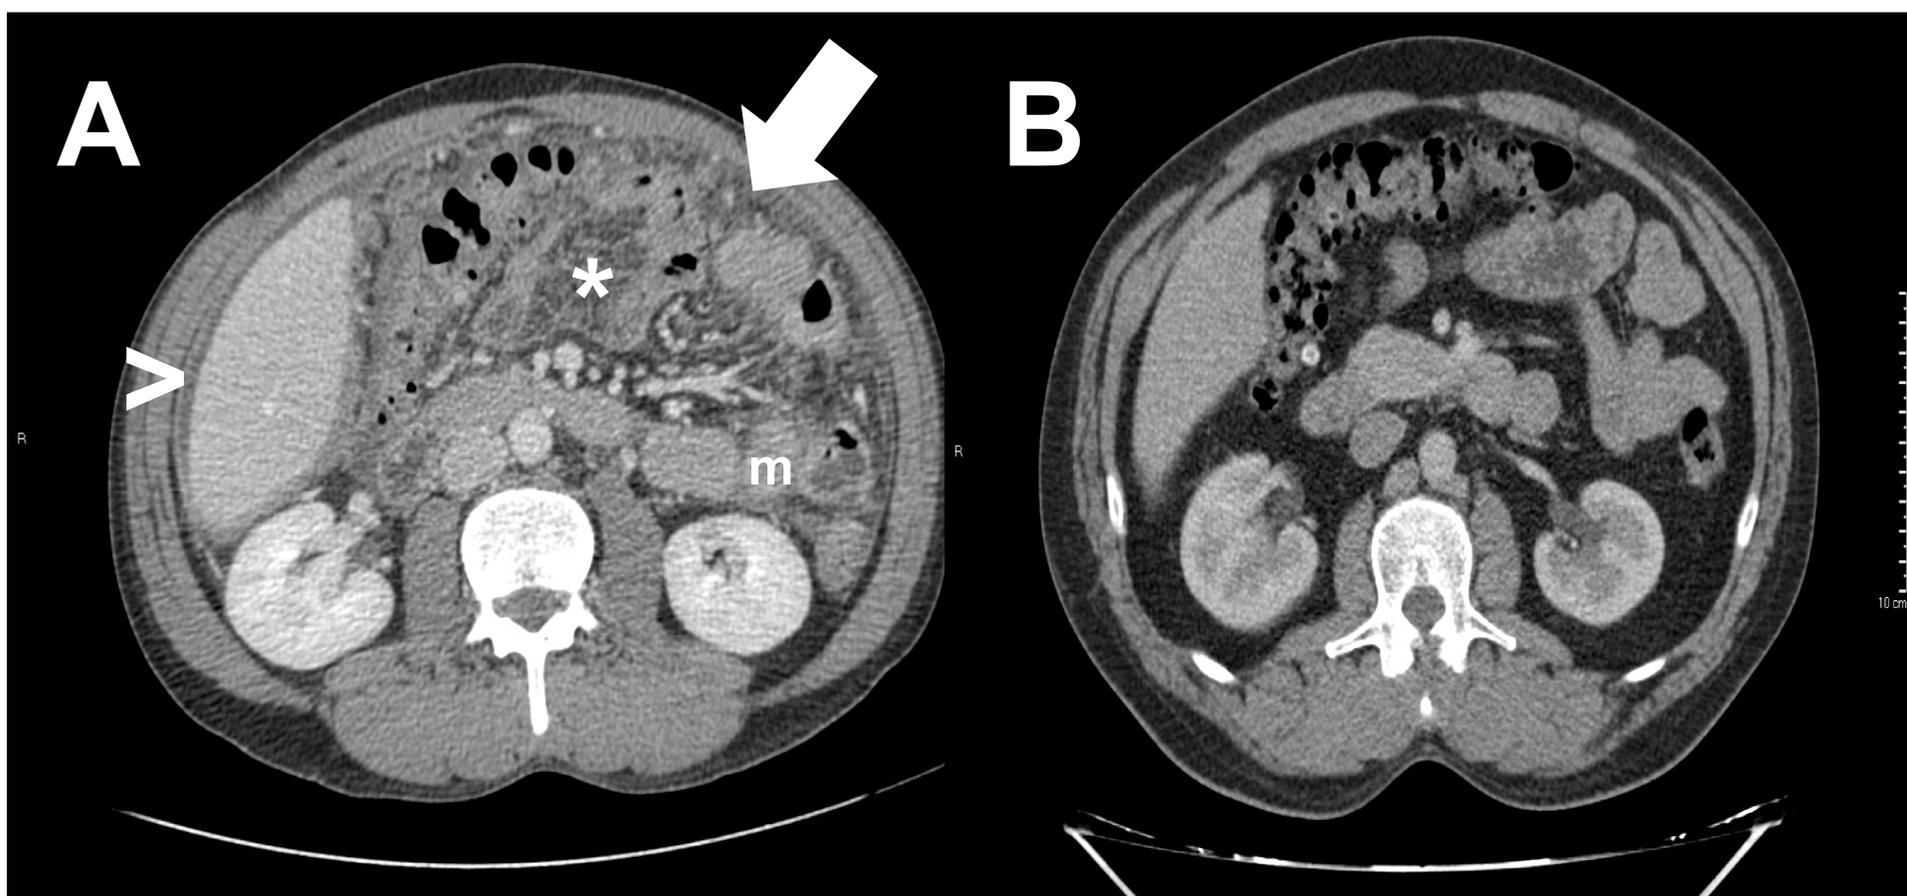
Tuberculosis peritoneal con linfadenitis tuberculosa. (A) Corte axial de TC con contraste en el que se identifica líquido libre ligeramente hiperdenso (>), infiltración del mesenterio (*) con engrosamiento micronodular del peritoneo (flecha) y asociado a múltiples adenopatías mesentéricas (m). (B) Corte axial de TC con contraste de control del mismo paciente después del tratamiento que muestra la resolución de los hallazgos previos
